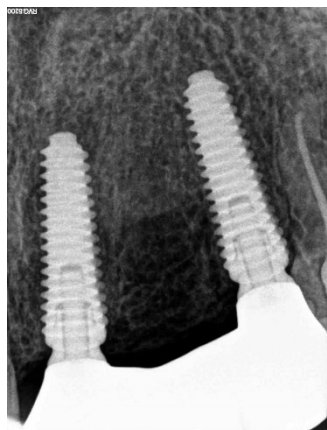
Rx periapical após aparafusamento da PPF final
